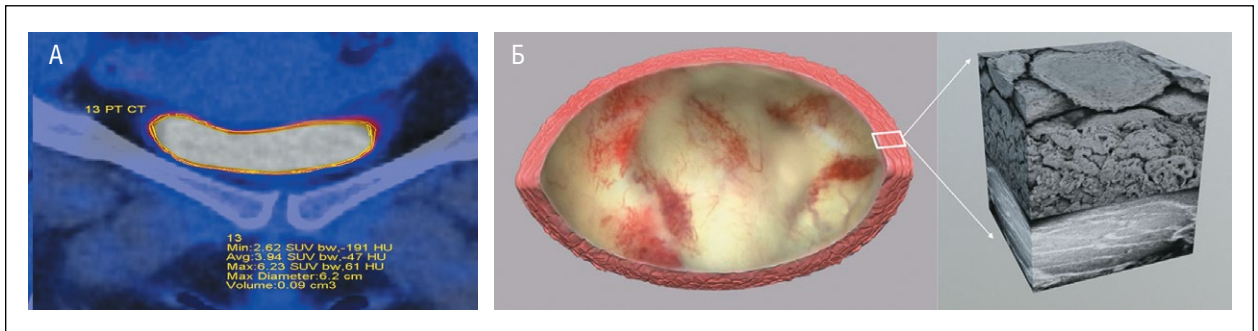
А – ПЭТ/КТ тропность стенки мочевого пузыря к 11С-холину при минимальных воспалительных изменениях. Б – цистоскопическая 3D-реконструкция по данным смотровой цистоскопии и ультраструктурная 3D-реконструкция стенки мочевого пузыря с увеличением в 6000 раз при минимальных изменениях.
